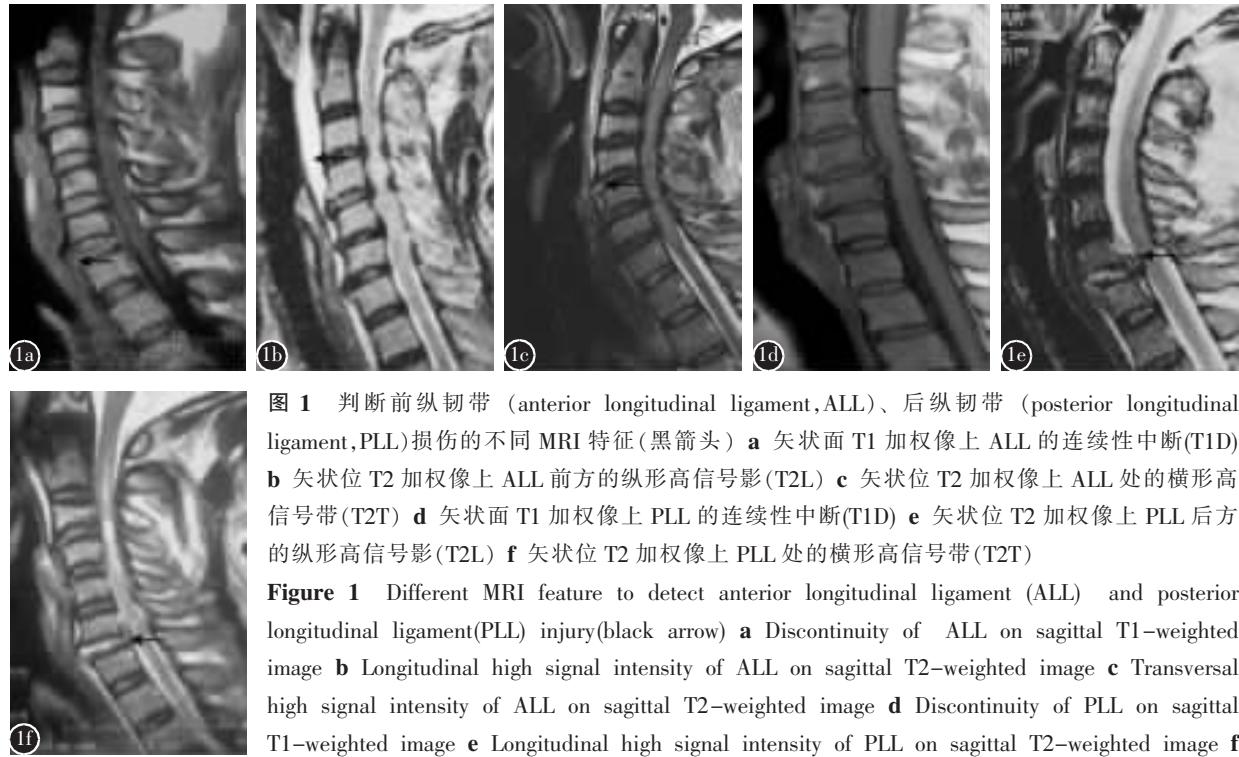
判断前纵韧带 (anterior longitudinal ligament, ALL)、后纵韧带 (posterior longitudinal ligament, PLL)损伤的不同MRI特征(黑箭头) a 矢状面T1加权像上 ALL 的连续性中断(T1D) b 矢状位T2加权像上 ALL 前方的纵形高信号影(T2L) c 矢状位T2加权像上 ALL 处的横形高信号带(T2T) d 矢状面T1加权像上 PLL 的连续性中断(T1D) e 矢状位T2加权像上 PLL 后方的纵形高信号影(T2L) f 矢状位T2加权像上 PLL 处的横形高信号带(T2T)
